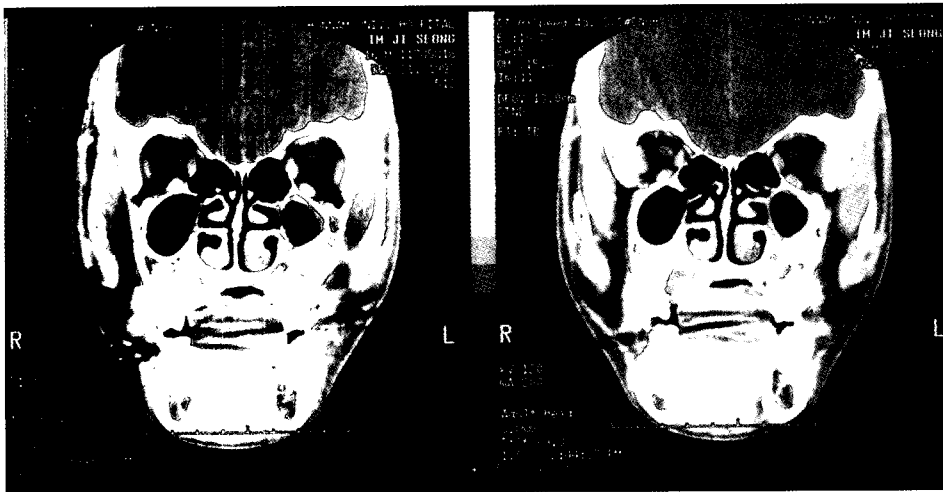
CT scans showing 2 cm sized and well-demarcated soft tissue mass with underlying palatal bony erosion. The mass has cystic or necrotic areas within it.
